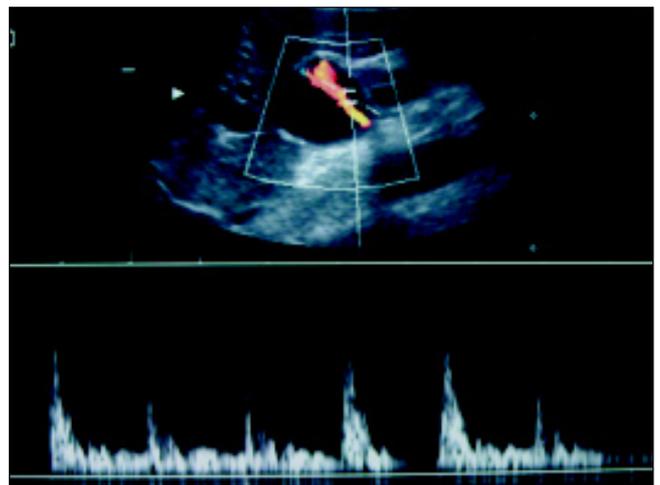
Doppler colorido e espectral.
